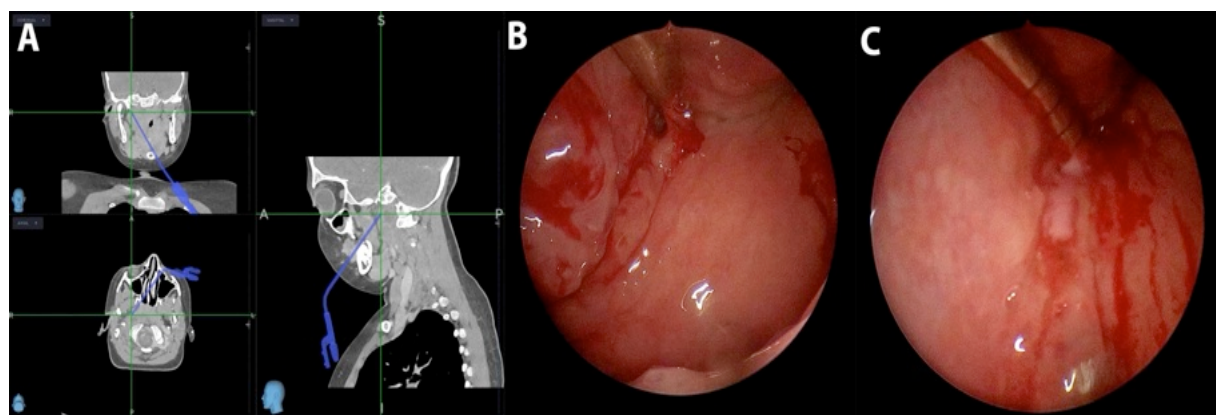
CT s kontrastom: Lega parafaringealnega abscesa medialno od žilnih struktur, transoralna incizija. ACI – notranja karotidna arterija
